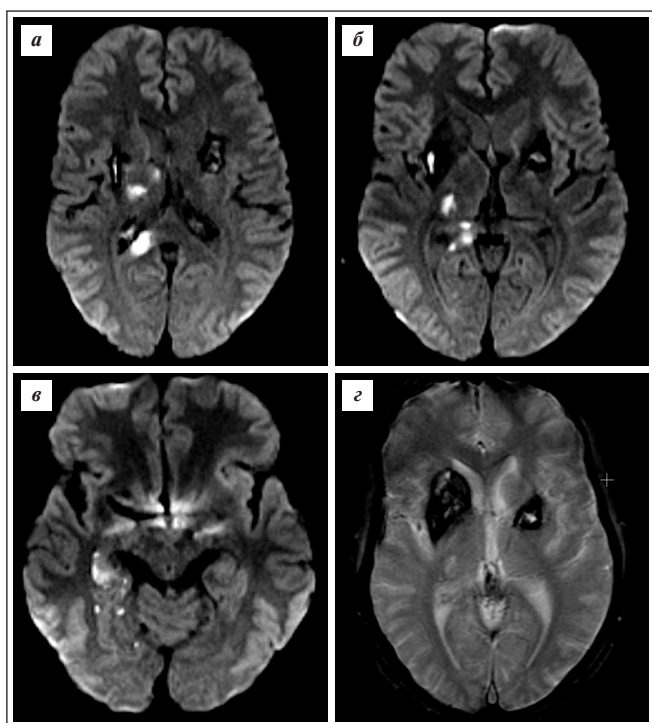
МРТ головного мозга пациента Б. Острые ишемические очаги в правом полушарии большого мозга (а–в); постгеморрагические изменения в подкорковых структурах обоих полушарий большого мозга (г)
